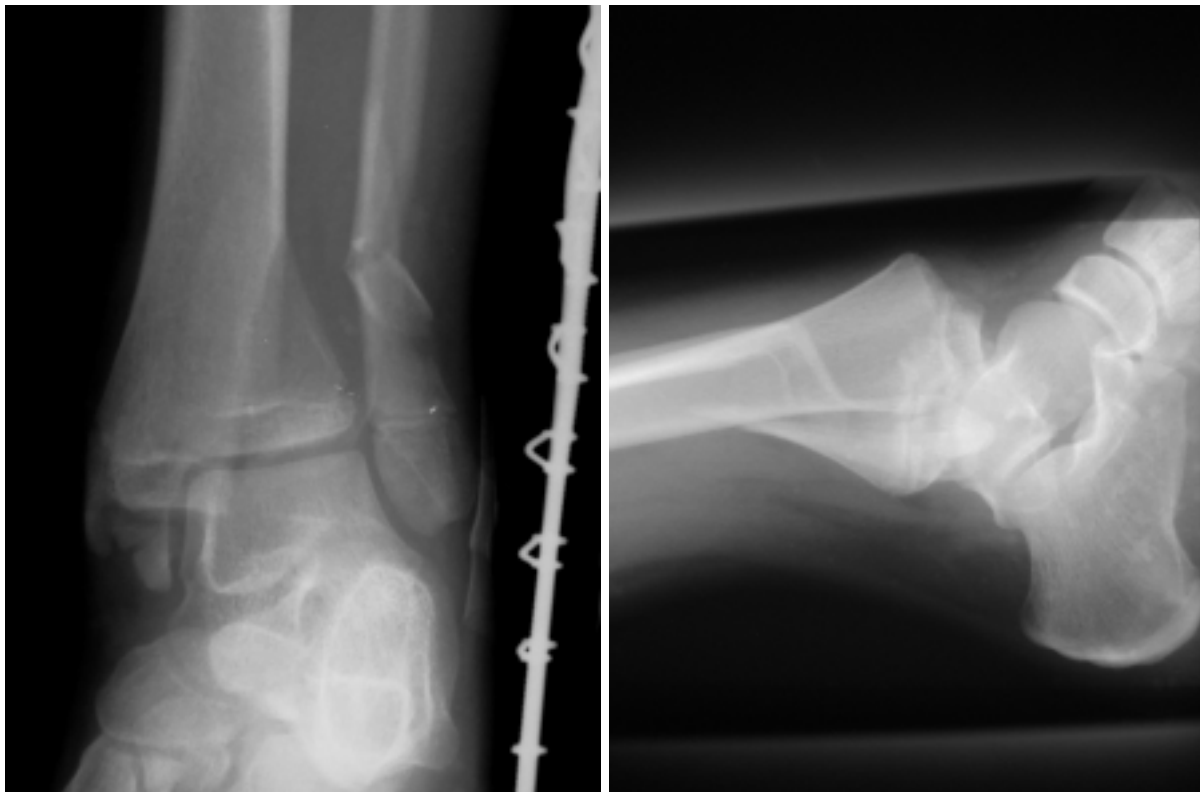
Röntgen vom 05.03.99: ap und seitlich (Pat. Nr. 31)
